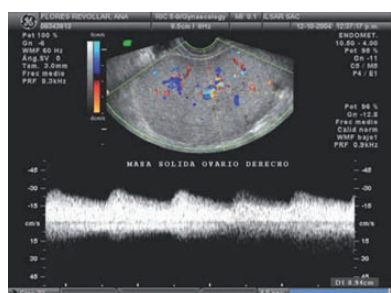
Doppler color pulsado: tumor sólido
